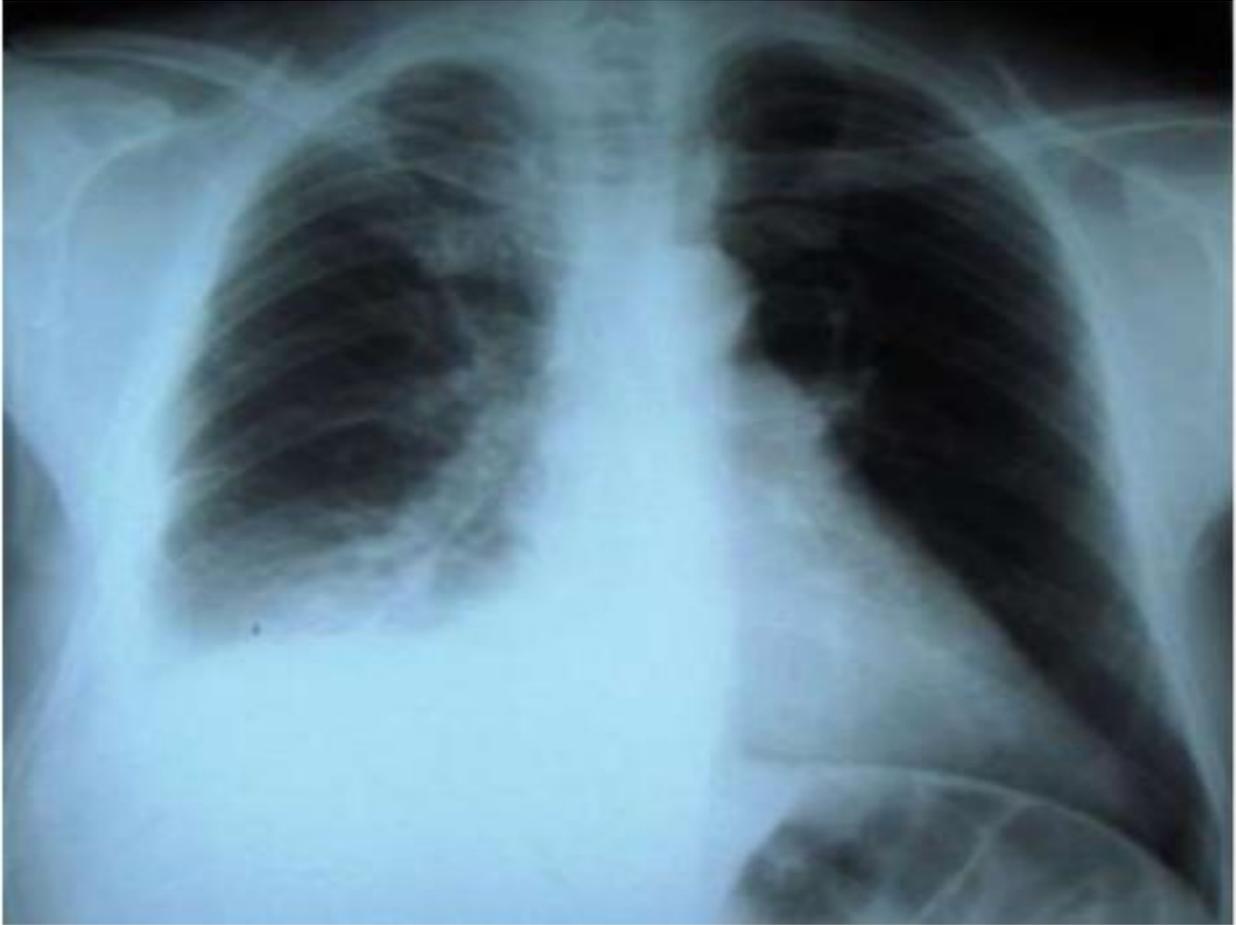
Radiographie pulmonaire d'un patient ayant une embolie pulmonaire montrant une ascension de la coupole diaphragmatique + épanchement pleural droit.[82]
